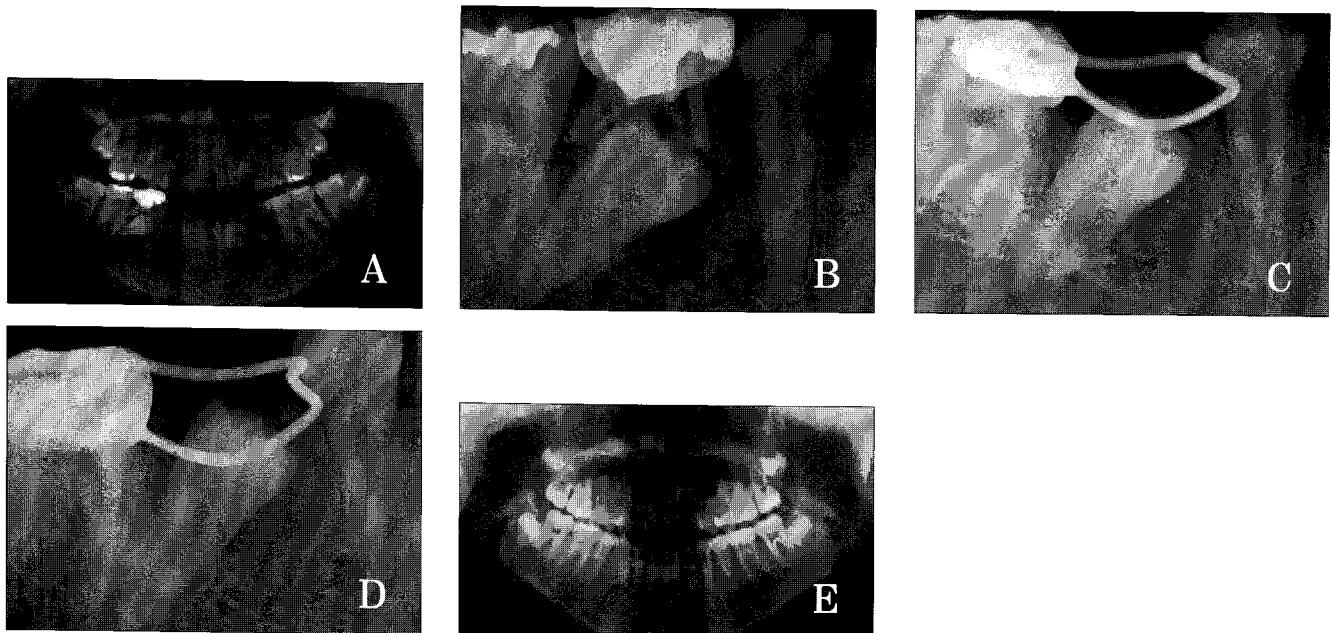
A, B. Initial radiographic views.
